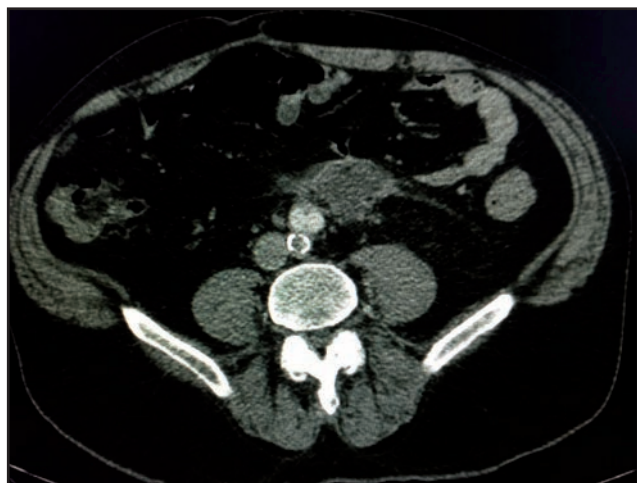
Corte transversal de TAC abdominopélvico con contraste iv que muestra colección paraaórtica izquierda
